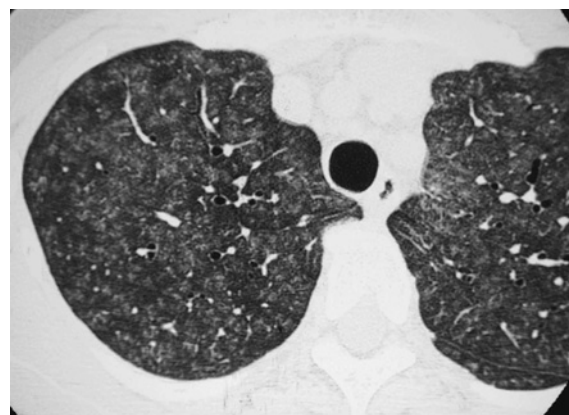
High-resolution computed tomography of the chest revealing patchy areas of ground-glass attenuation and ill-defined centrilobular nodules scattered in both lungs.
